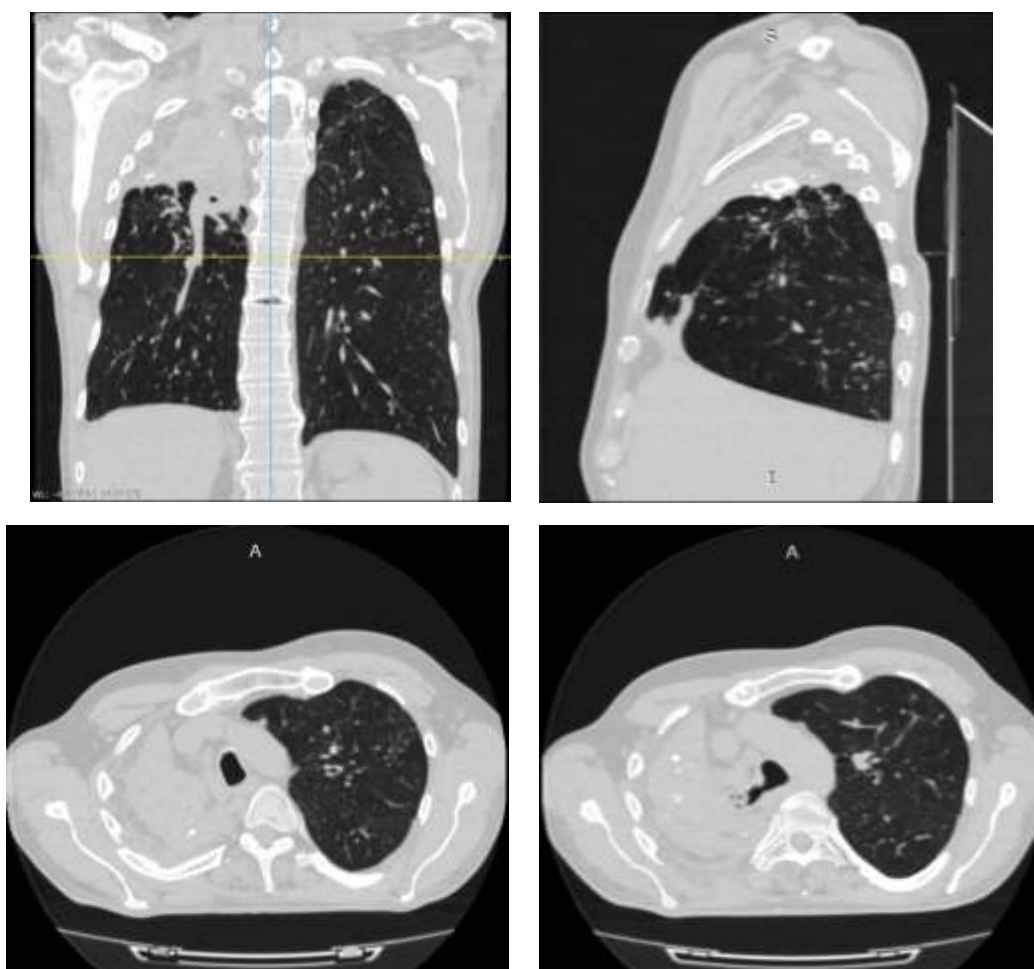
МСКТ ОГК больного Б., 36 лет, через 12 месяцев после операции
